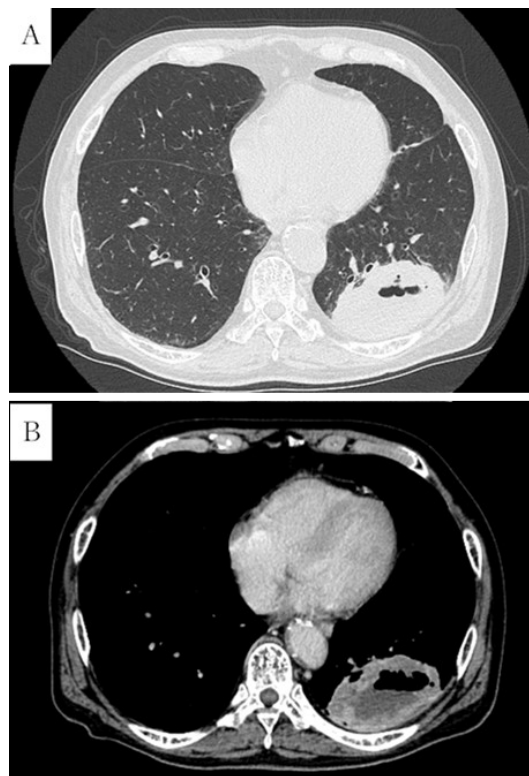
A) Computed tomography showed a tumor (7.6 cm × 7.1 cm × 4.6 cm) with cavities in the left lower lobe. B) Enhanced computed tomography showed that the inside of the tumor was not enhanced.
